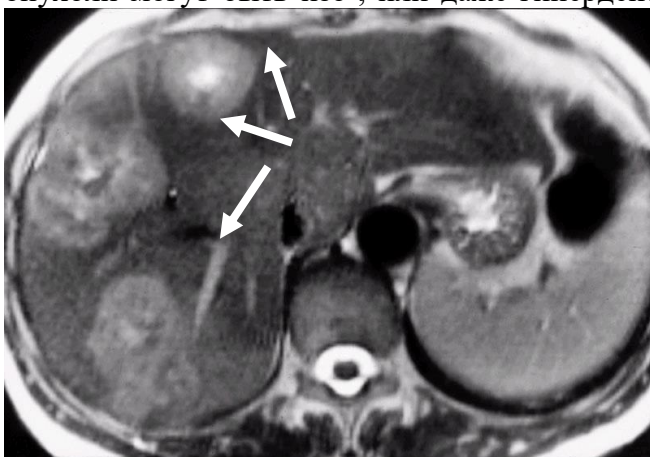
Компьютерная томография органов брюшной полости. Множественные метастазы печени (белые стрелки).
